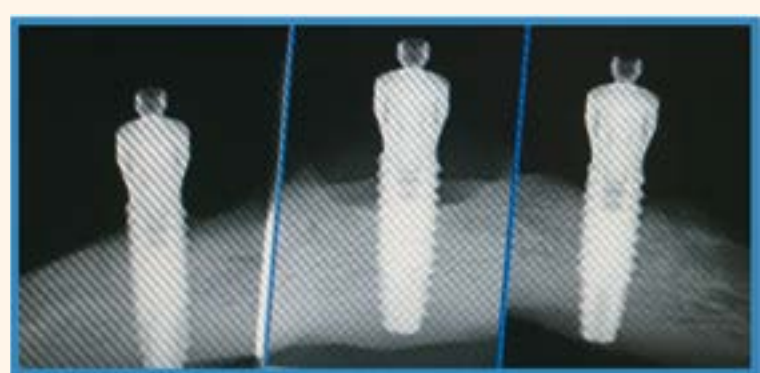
Rx. RVG Periapicales Preoperatorio.
